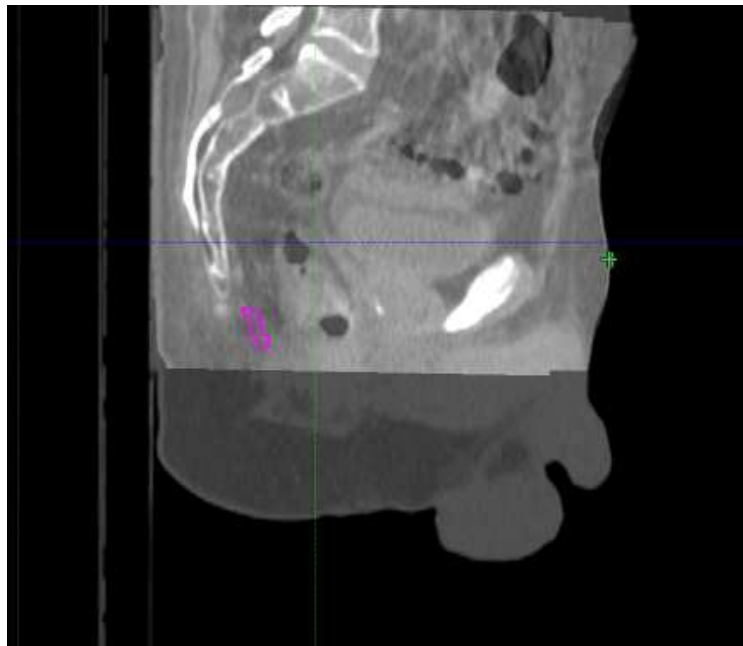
Visione sagittale contorno muscolo elevatore dell'ano CBCT 1 di paziente 1*
